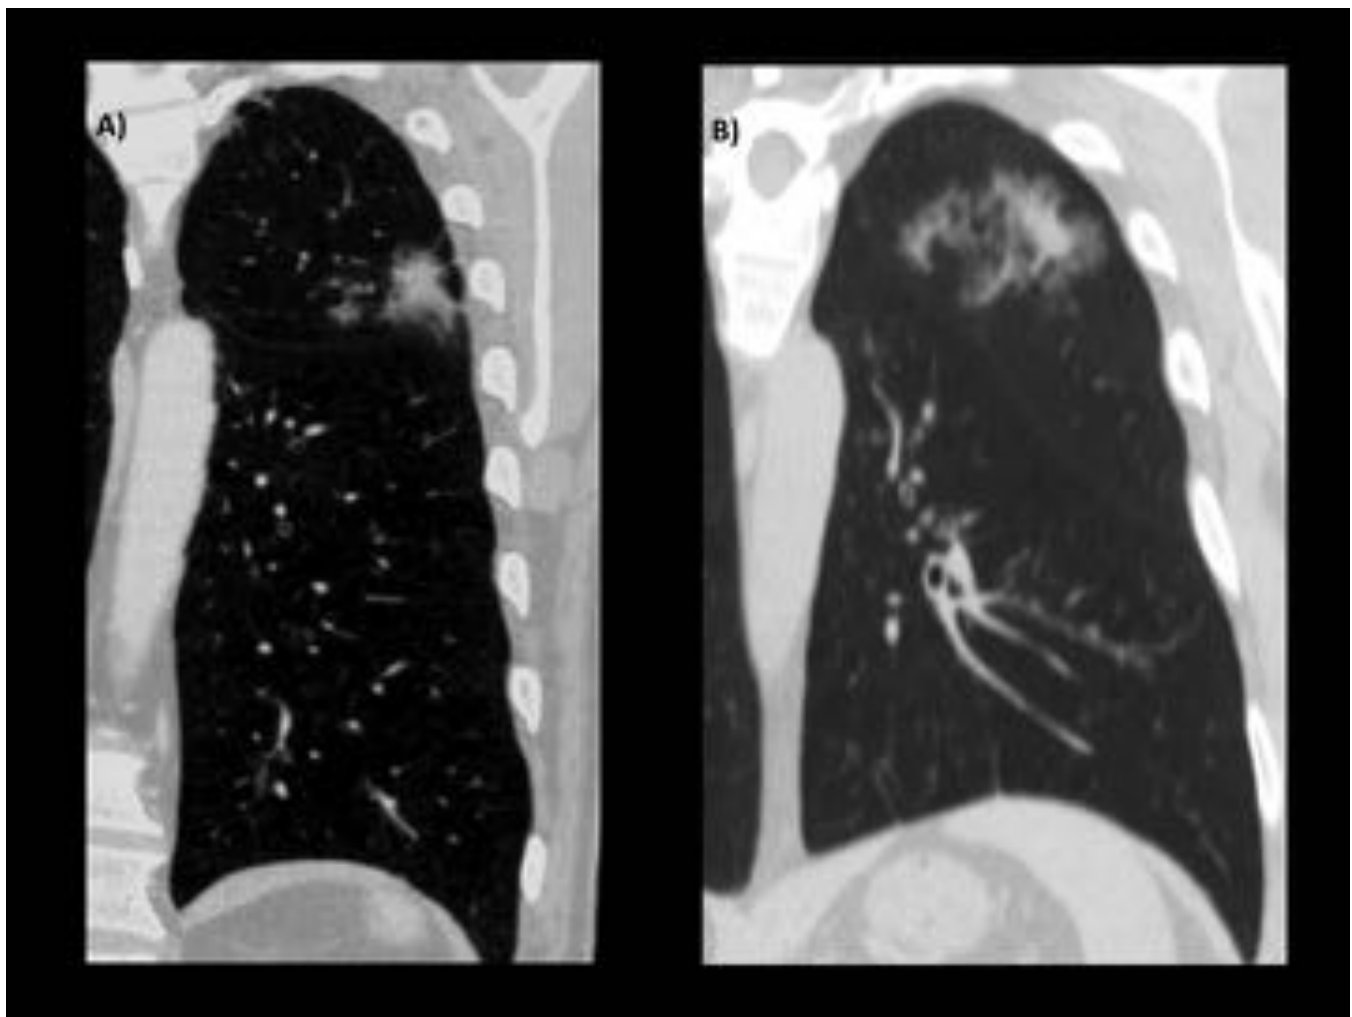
A) Nodulo en VD con componente sólido B) TC de seguimiento 3 meses más tarde. el nódulo es ahora una lesión con broncograma aéreo. La anatomía patológica tras la resección reveló que se trataba de un adenocarcinoma invasivo. Las reconstrucciones multiplicares son importantes para detectar aumentos en el tamaño del nódulo. Los nódulos pulmonares deben de ser siempre evaluados con reconstrucciones en los planos axial, coronal y sagital.
